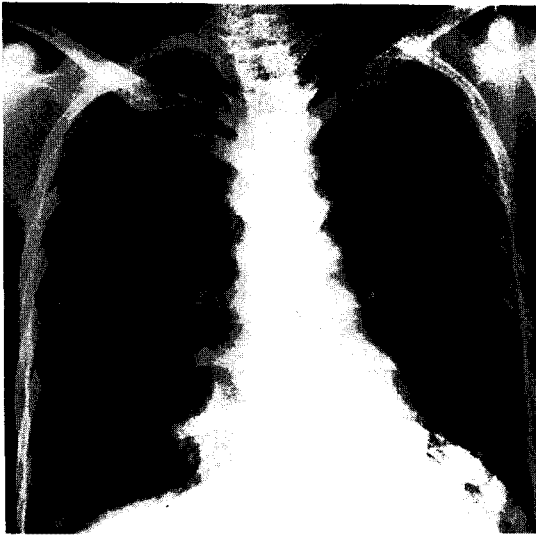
Chest X-ray showing infiltrations on both lower lung fields, 3 days after admission.
